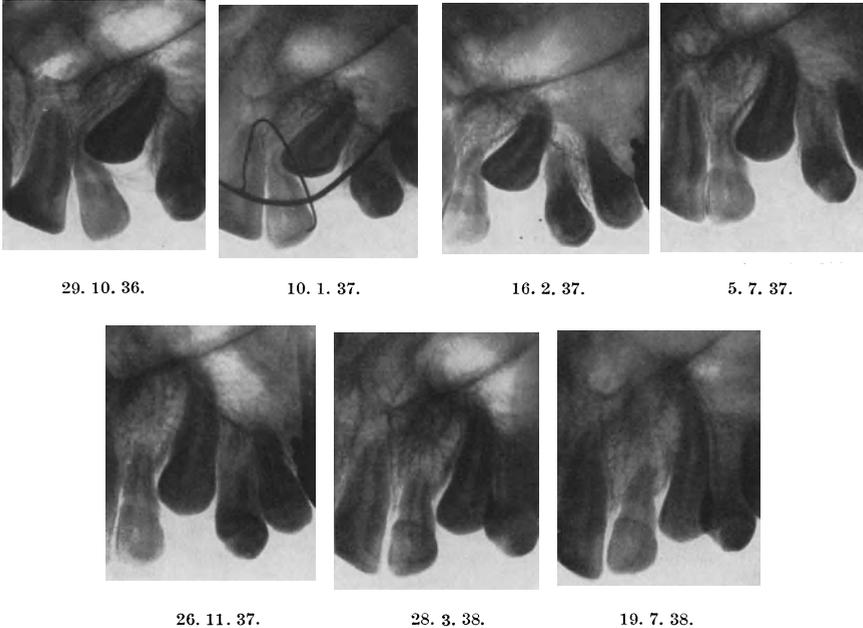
1191. Röntgenkontrollaufnahmen der Einstellung eines retinierten Eckzahnes (Behandlung s. Text).
